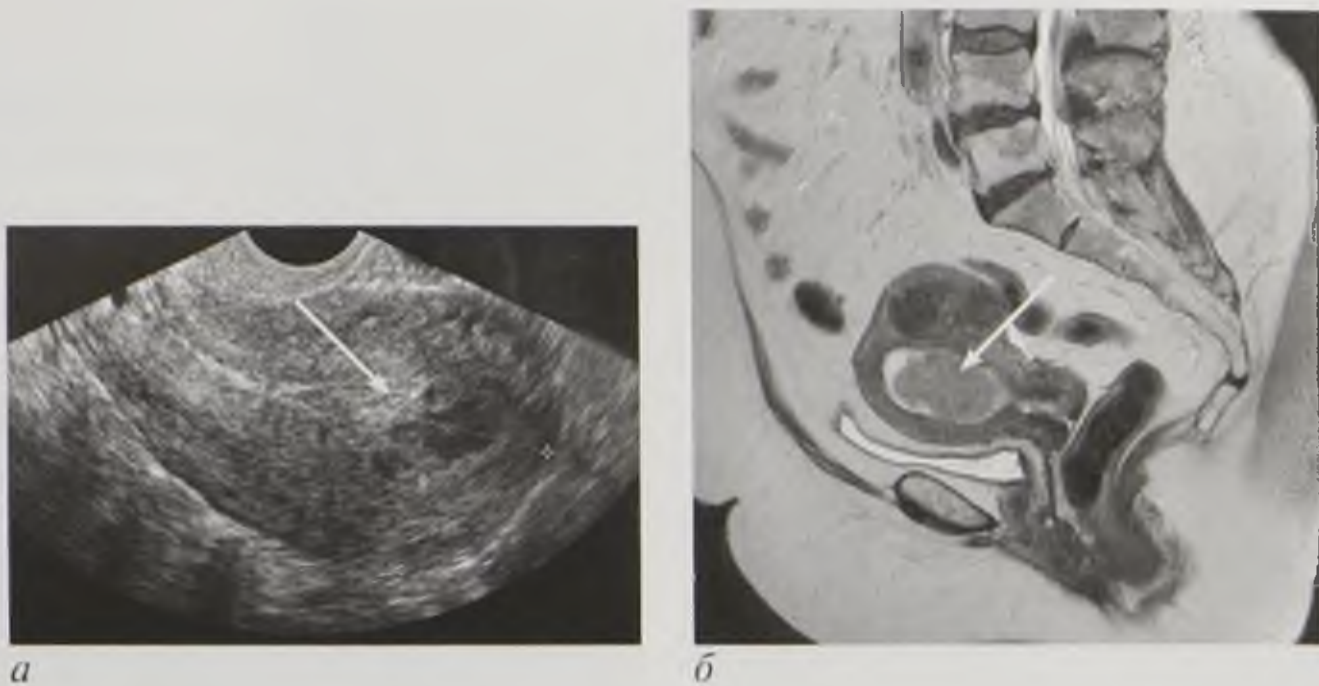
Рак эндометрия (разные пациенты): *а* — эхограмма (стрелка); *б* — магнитно-резонансная томограмма, T2-взвешенное изображение; опухоль (стрелка)
